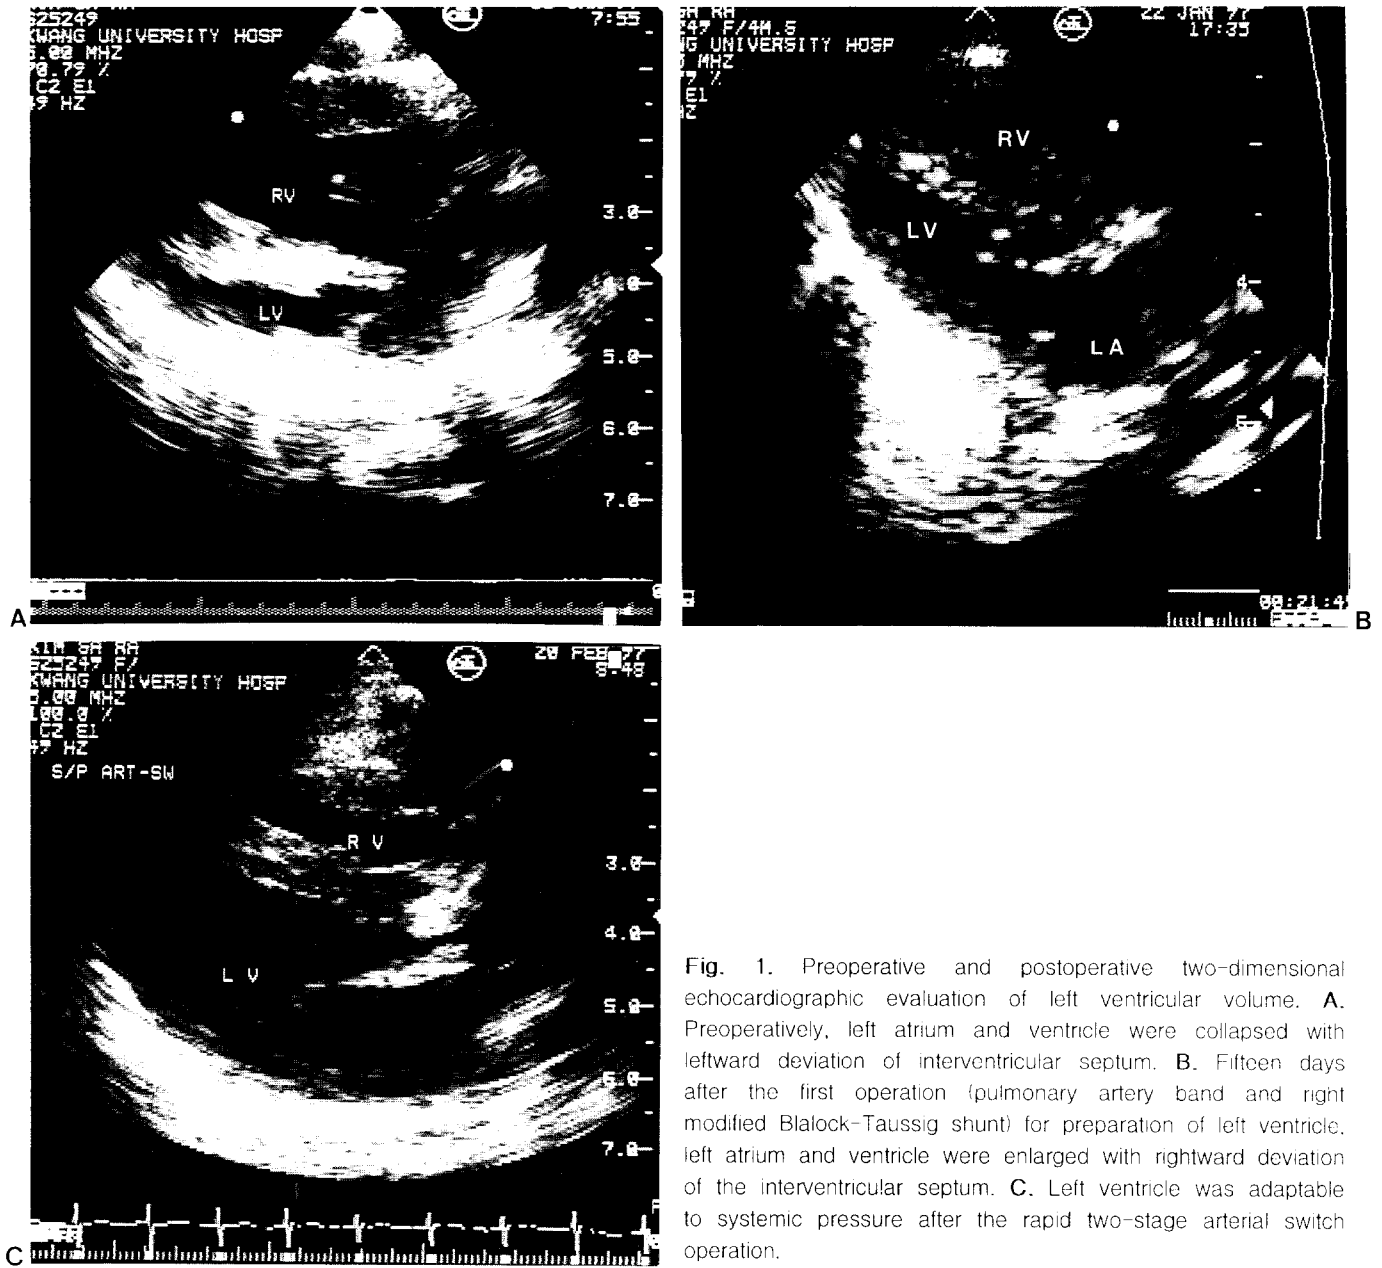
Preoperative and postoperative two-dimensional echocardiographic evaluation of left ventricular volume. A. Preoperatively, left atrium and ventricle were collapsed with leftward deviation of interventricular septum. B. Fifteen days after the first operation (pulmonary artery band and right modified Blalock-Taussig shunt) for preparation of left ventricle, left atrium and ventricle were enlarged with rightward deviation of the interventricular septum. C. Left ventricle was adaptable to systemic pressure after the rapid two-stage arterial switch operation.
